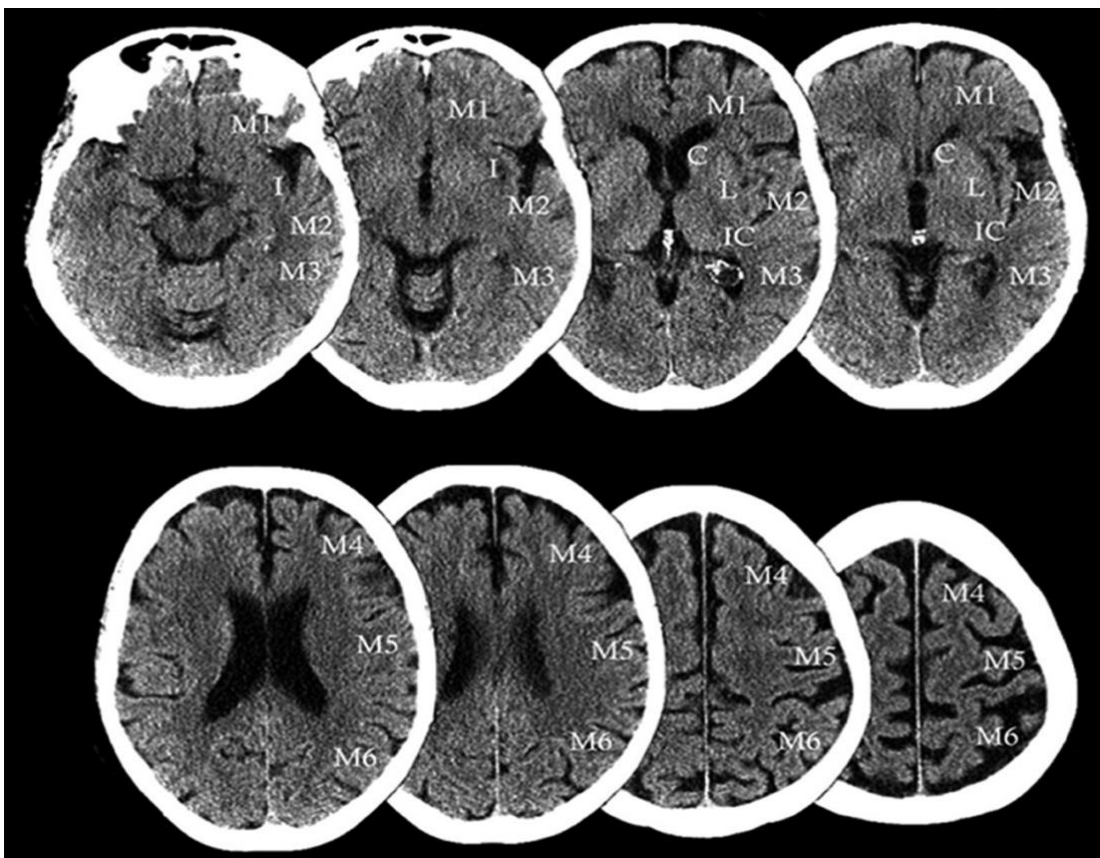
Imagen de las diferentes áreas de puntuación en la escala ASPECTS, obtenida del artículo "Neuroimaging in Acute Stroke", Bijoy K (2). M1-M6= diferentes territorios corticales irrigados por la Arteria cerebral media, C= caudado, I= ínsula, IC= cápsula interna, L= núcleo lenticular
